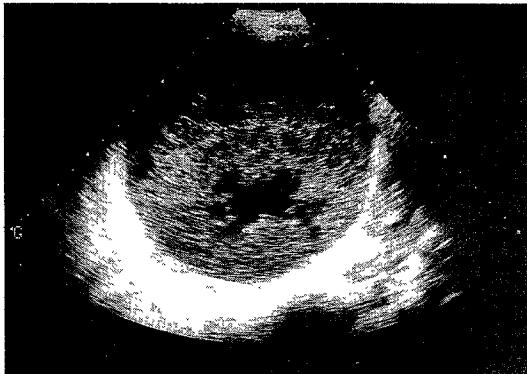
Follow up abdominal ultrasonography ; The size of hematoma is not changed. The gas shadow of hematoma is decreased markedly, suggestive of resolving and improved change.
